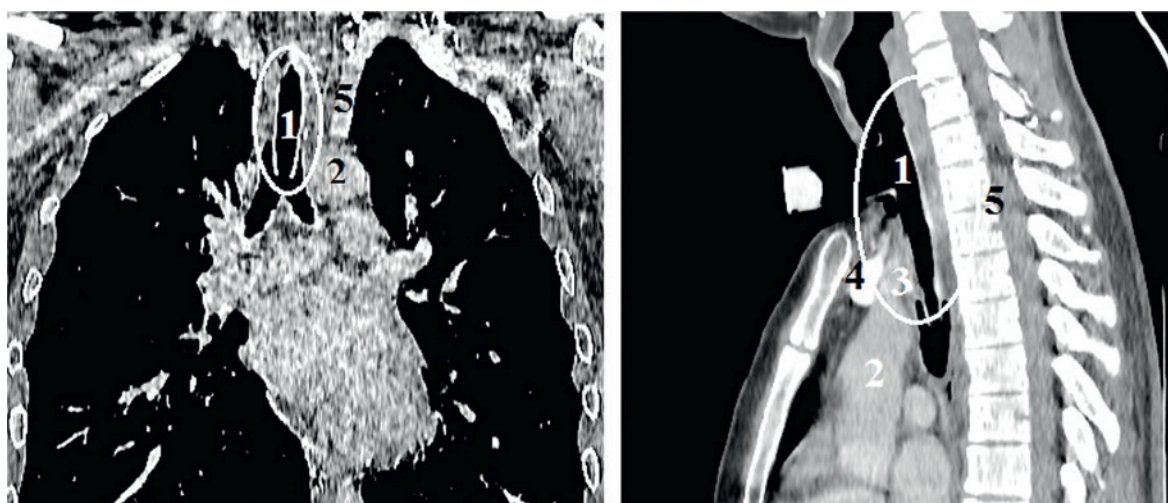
Мультиспиральная КТ органов грудной клетки в двух проекциях пациента Р.
